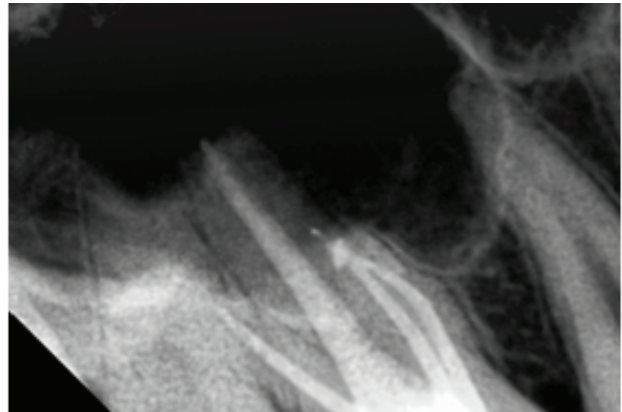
Постоперационная рентгенограмма зуба 16. Повторное эндодонтическое вмешательство проведено в щечных корневых каналах
